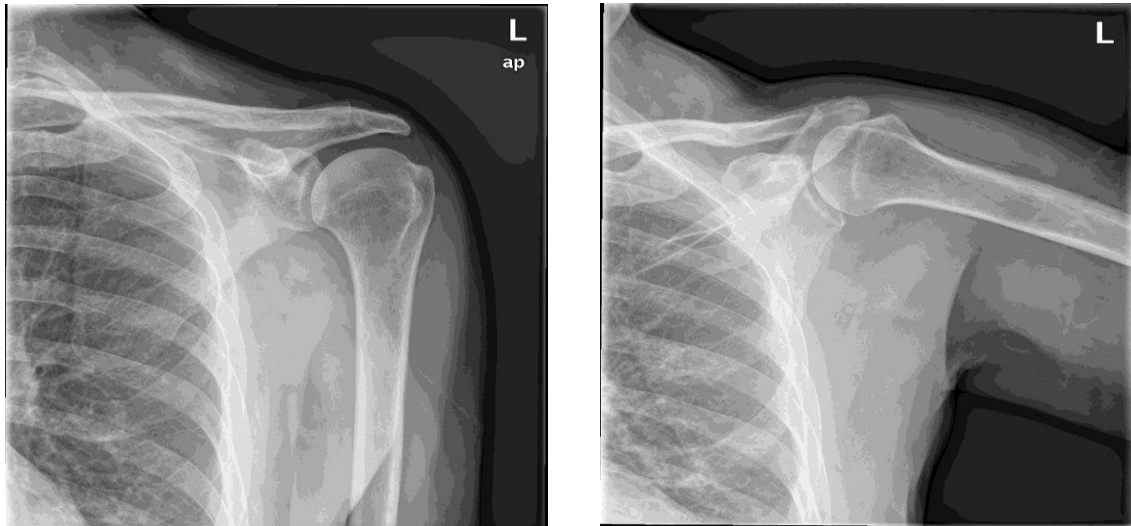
Radiografía anteroposterior del hombro izquierdo donde se distinguen: húmero, clavícula, escápula y costillas.
